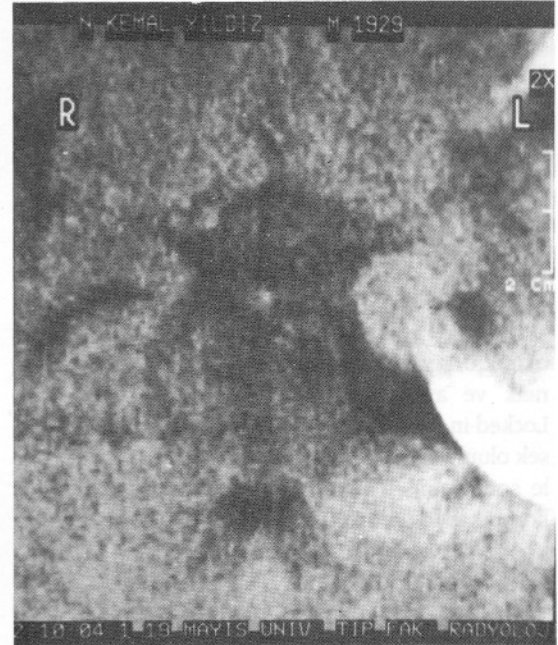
1.Yüksek rezolusyonlu BT ile çekilen beyin sapı kesitlerinde baziler arter duvarında kalsifiye atherom plağı görülüyor.
